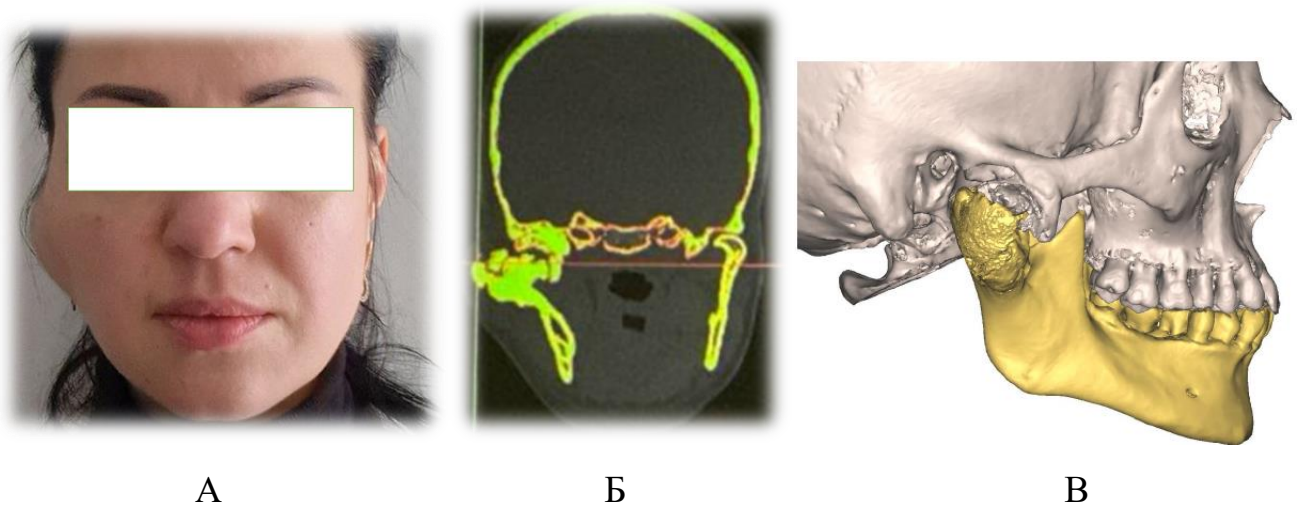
Зовнішній вигляд (А), КТ (фронтальний зріз)(Б) та (В) віртуальна 3-D реконструкція кісток лицевого черепа пацієнтки К., 36 років, з діагнозом кістковий анкілоз правого СНЩС.
